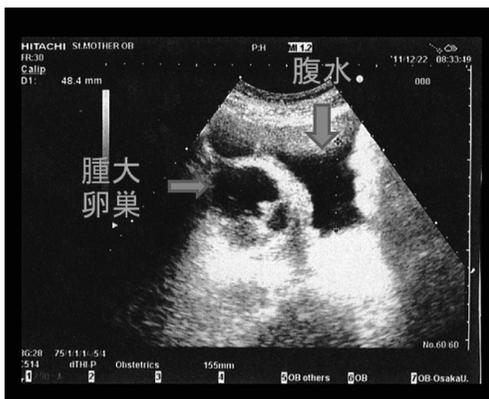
経腹超音波断層法所見 (採卵術後13日目)
